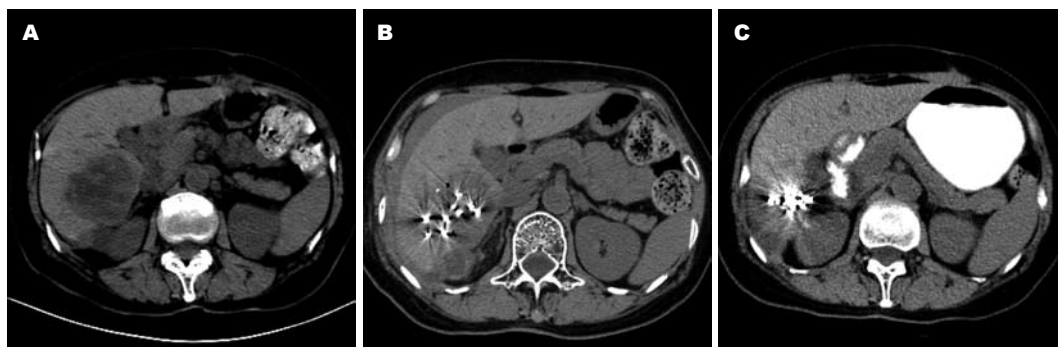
CT扫描图像. A: CT显示肝右叶单发转移瘤, 大小约 $5.2\text{ cm} \times 4.7\text{ cm}$ ; B: 术后即刻CT扫描显示 $^{125}\text{I}$ 粒子分布情况及肝被膜下少量出血; C: 术后半年复查CT显示肿瘤完全消失, 仅残留 $^{125}\text{I}$ 粒子影像.
